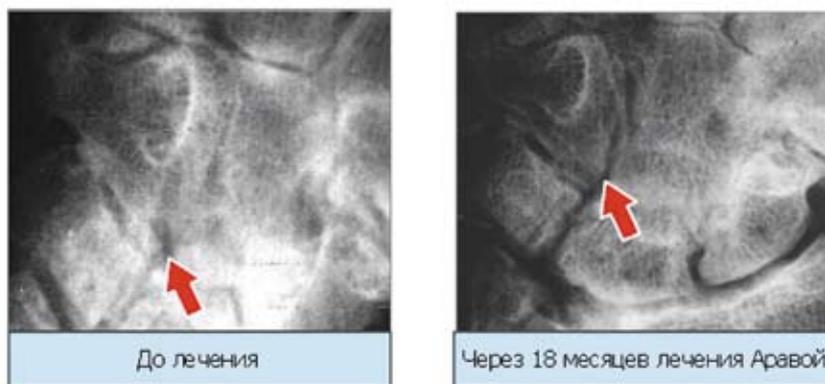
Репарация костной эрозии у больного при развитии ремиссии РА на фоне Аравы (рентгенограммы к началу лечения и через 18 месяцев)
